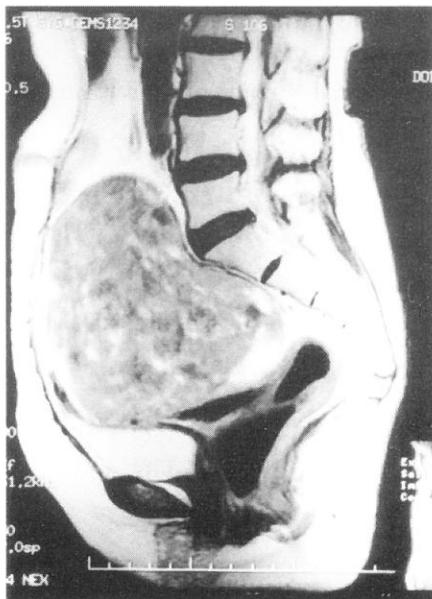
Pelvic MRI imaging of mid sagittal view (T2 weighted image).
